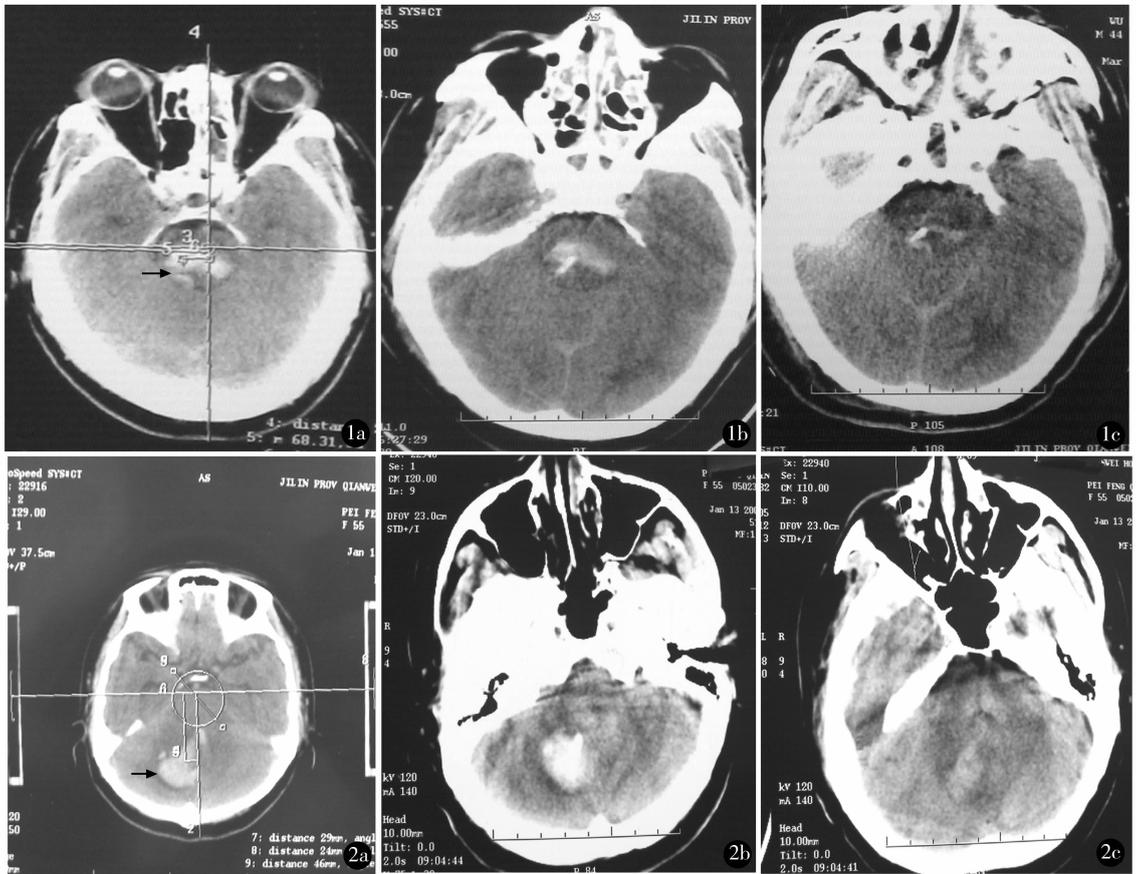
脑干出血 a. 术中桥脑血肿靶点定位 CT 片,箭头所示血肿腔内靶点;b. 术后即时复查 CT,桥脑血肿较术前减少,引流管头端位于靶点;c. 术后 72 h 复查头部 CT,显示桥脑血肿已基本清除,桥脑内见管状高密度影为引流管 图 2 小脑出血 a. 术中小脑血肿靶点定位 CT 片,箭头所示血肿腔内靶点;b. 术后即时复查 CT,小脑血肿较术前减少,引流管头端位于靶点;c. 术后 48 h 小脑内血肿腔引流管已拔除,小脑内血肿已基本清除
